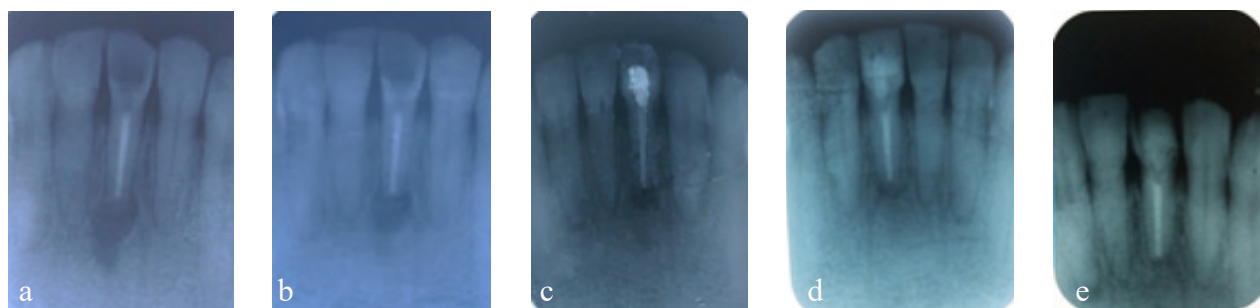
Radiographie postopératoire du cas n°1
